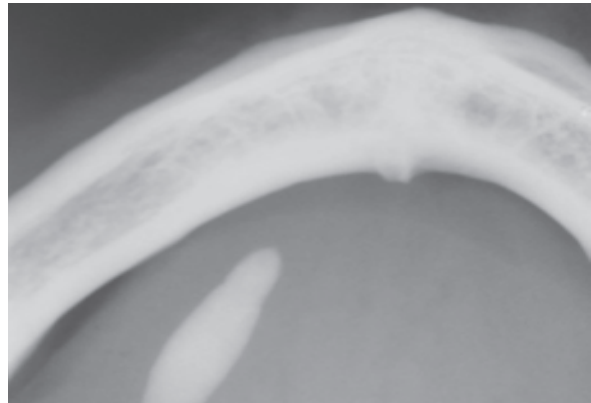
Radiografia oclusal lateral de mandíbula mostrando sialolito. (Caso Clínico I)
